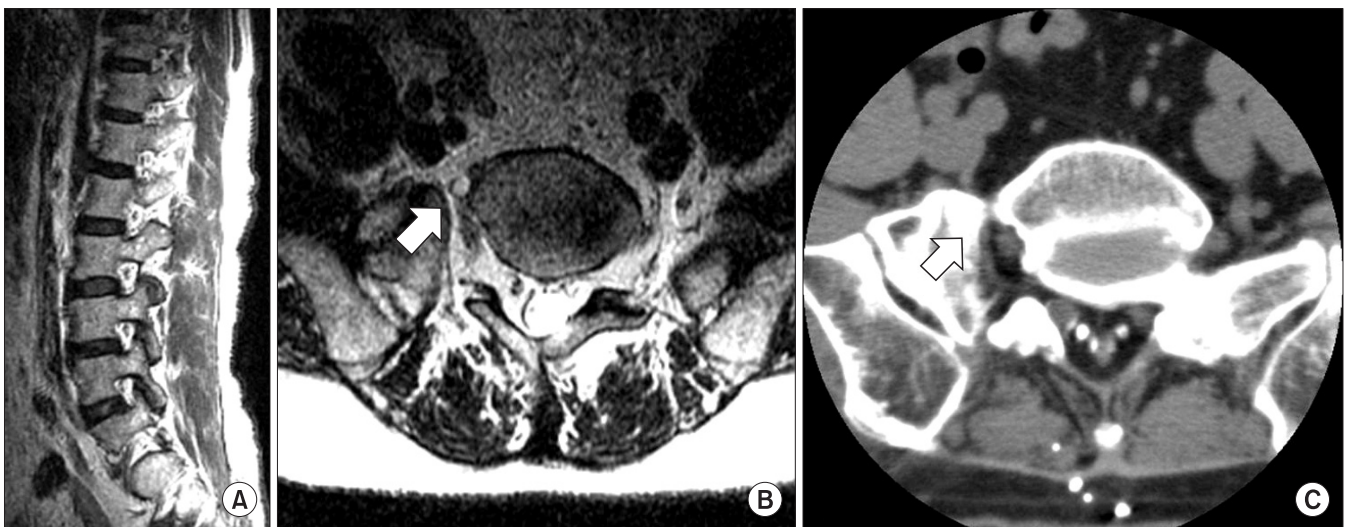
Preoperative radiographs. (A, B) MR images show no definite compression of the nerve root at central and foraminal portions. (B, C) Right lumbarosacral tunnel is encroached by the hypertrophied abnormal transverse process (arrow).
